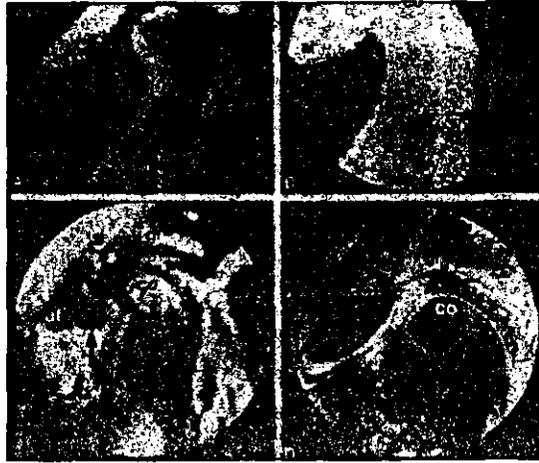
Tomografía Computarizada. a) vista sagital de cóndilo, b) Desplazamiento anterior de cóndilo, c) espacio interdiscal, d) anquilosis parcial cóndilo-fosa.
